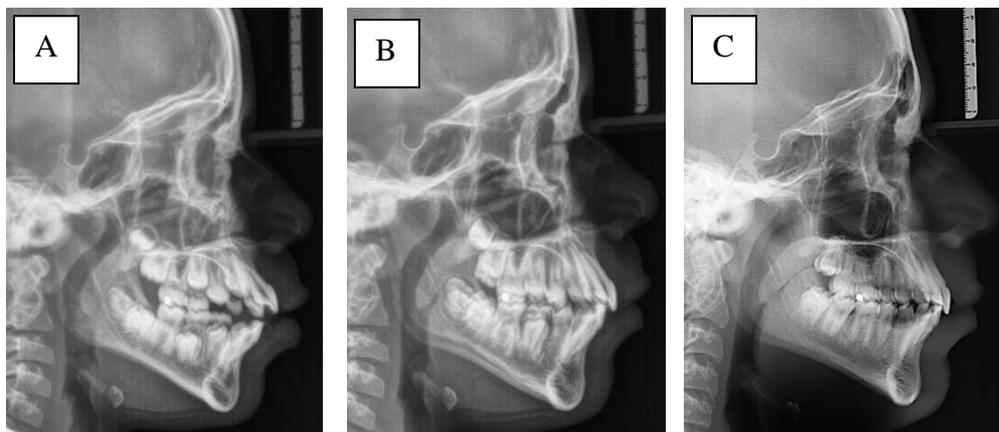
Telerradiografias de perfil: início da interceptativa (A), após a interceptativa (B) e início dos alinhadores (C).
